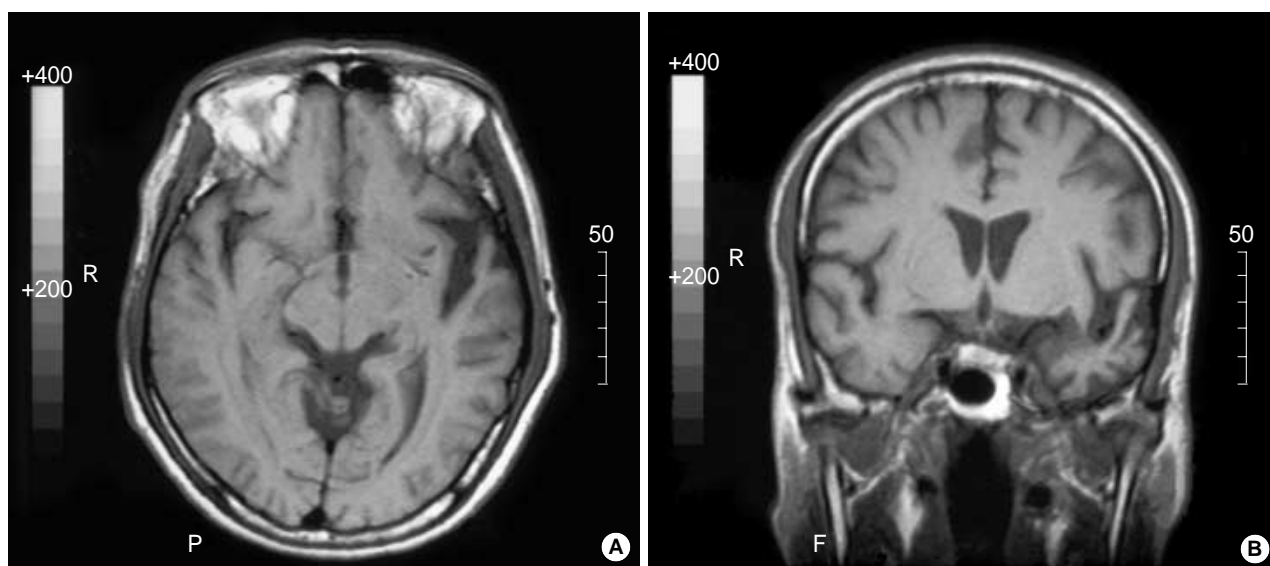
T1-weighted axial (A) and coronal (B) view of brain MR images show prominent atrophy in the left temporal lobe.
